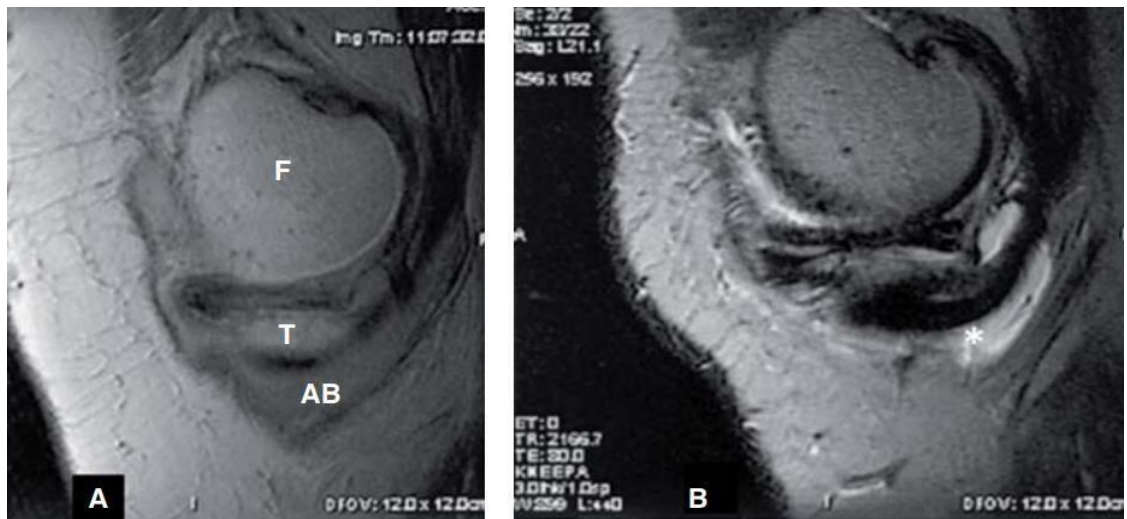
Resonancia magnética de rodilla.
